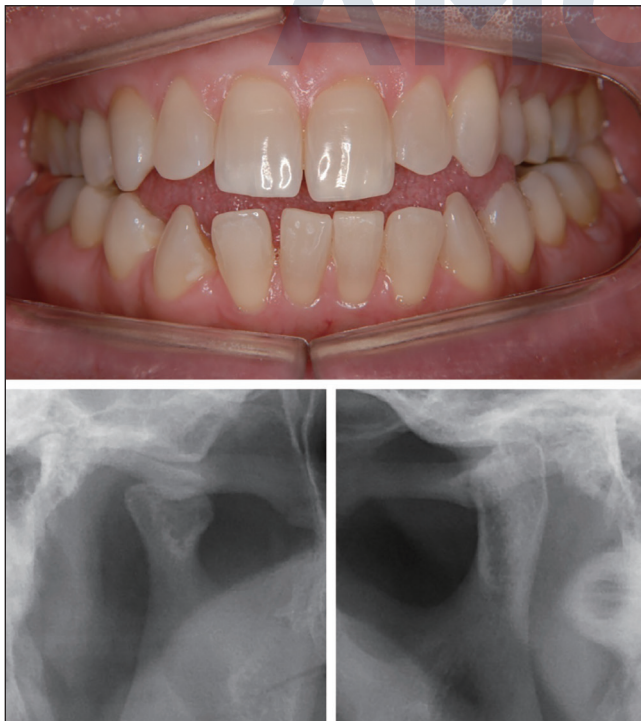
Fotografía intraoral y radiografía del cóndilo mandibular del ejemplo mostrado en la Figura 16.7.
